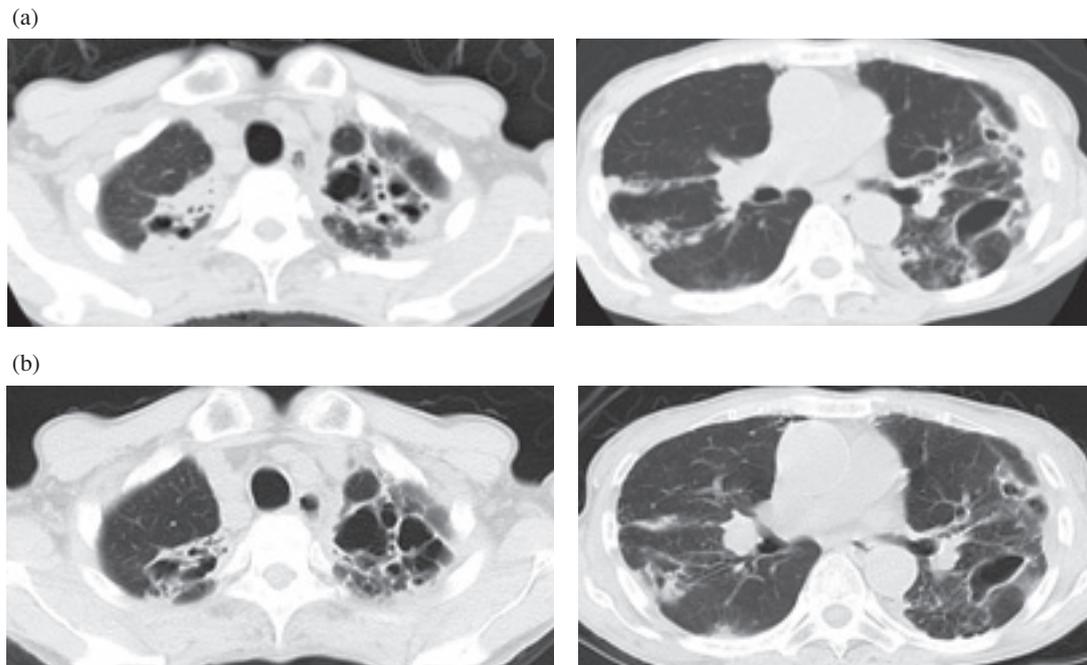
Chest computed tomography on admission (a) and after chemotherapy (b). (a) There are centrilobular nodules, infiltrations, and bronchiectasis in bilateral lung. (b) In bilateral lung, centrilobular nodules and infiltrations have improved.
